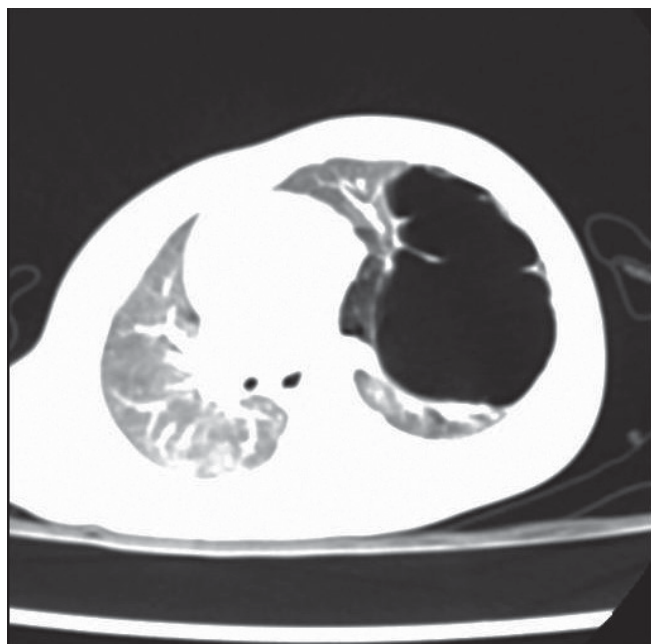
Комп'ютерні томографи органів грудної клітки дитини Ч. 1 рік
